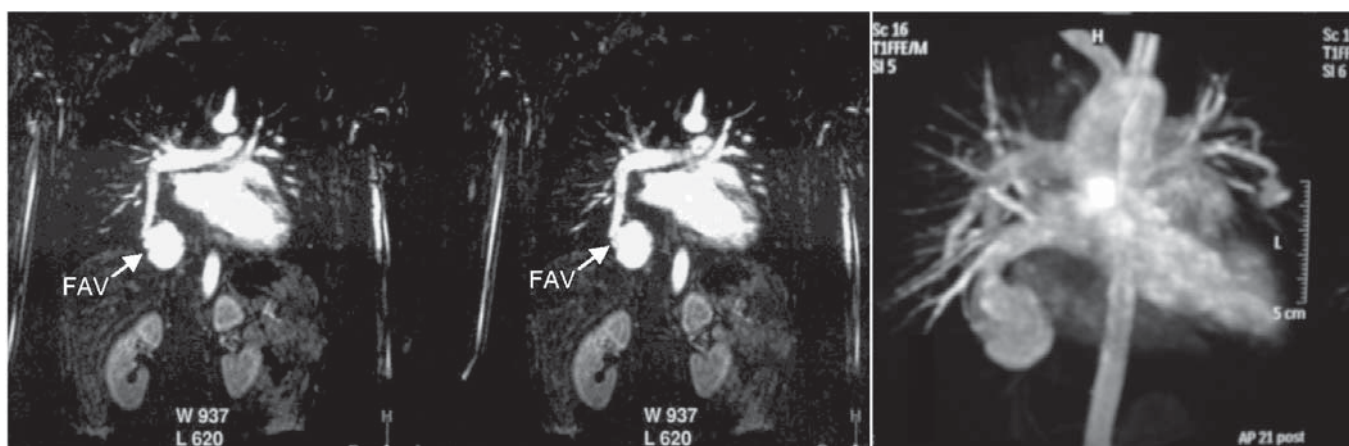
Angioressonância magnética Aorta e Artéria Pulmonar: FAV pulmonar esférica (39x37mm), entre o ramo direito da artéria pulmonar e veia pulmonar inferior direita.
